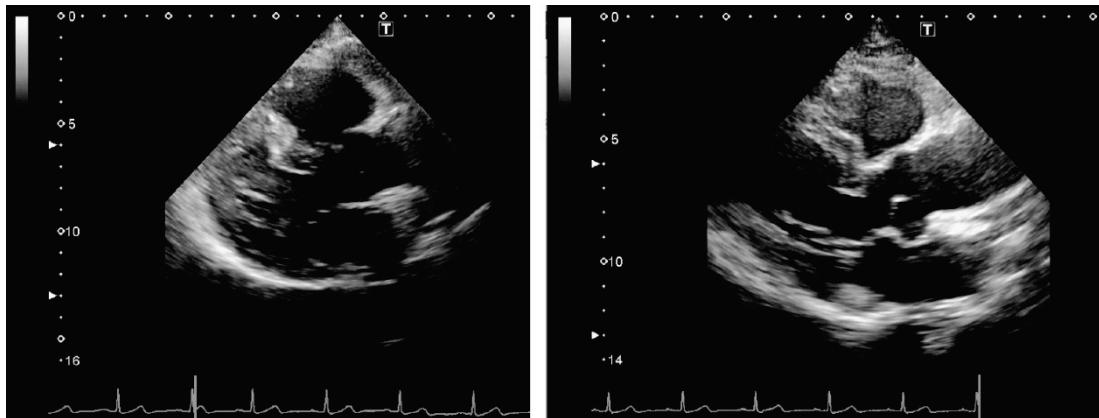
研修初期の大学院生が施行した心エコー画像(左)と指導者のそれ(右)
